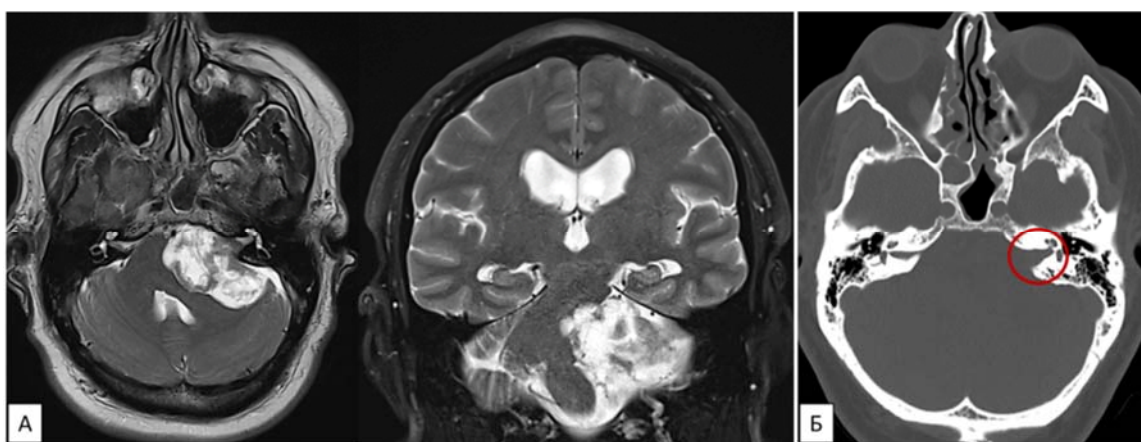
А, МРТ головного мозга до операции, определяется кистозная невринома левого слухового нерва (тип В); Б, КТ головного мозга до операции, визуализируется расширенный левый ВСП
